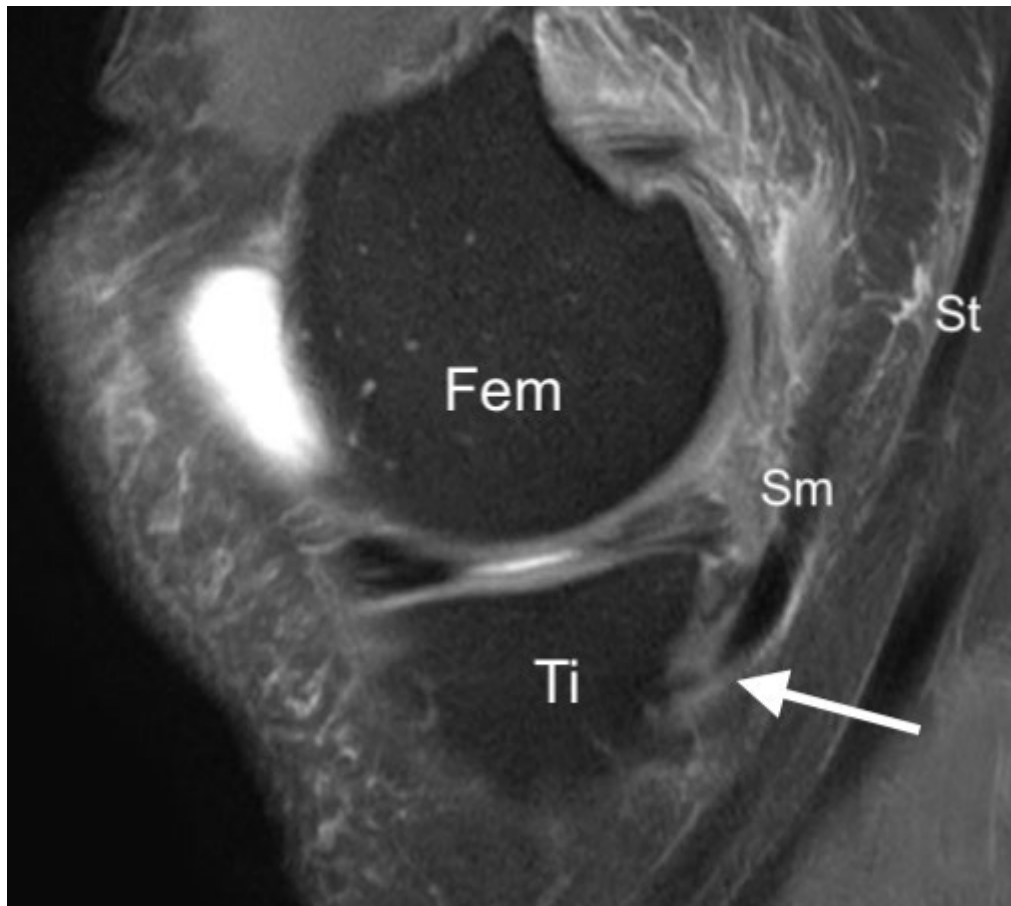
IRM en coupe sagittale médiale et pondération DP Fat-Sat passant par l'interligne fémoro-tibial. On peut observer le tendon du semi-membraneux (Sm), siège d'un hypersignal étendu pathologique (Flèche). Fem : Fémur, Ti : Tibia, St : Semi-tendineux.
